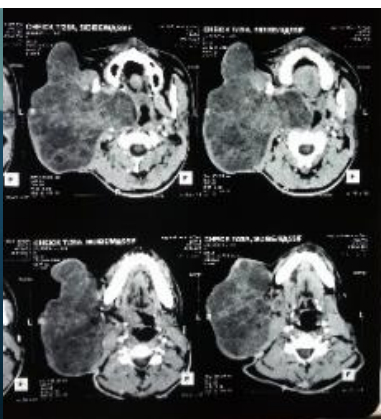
Aspect TDM coupe axiale
